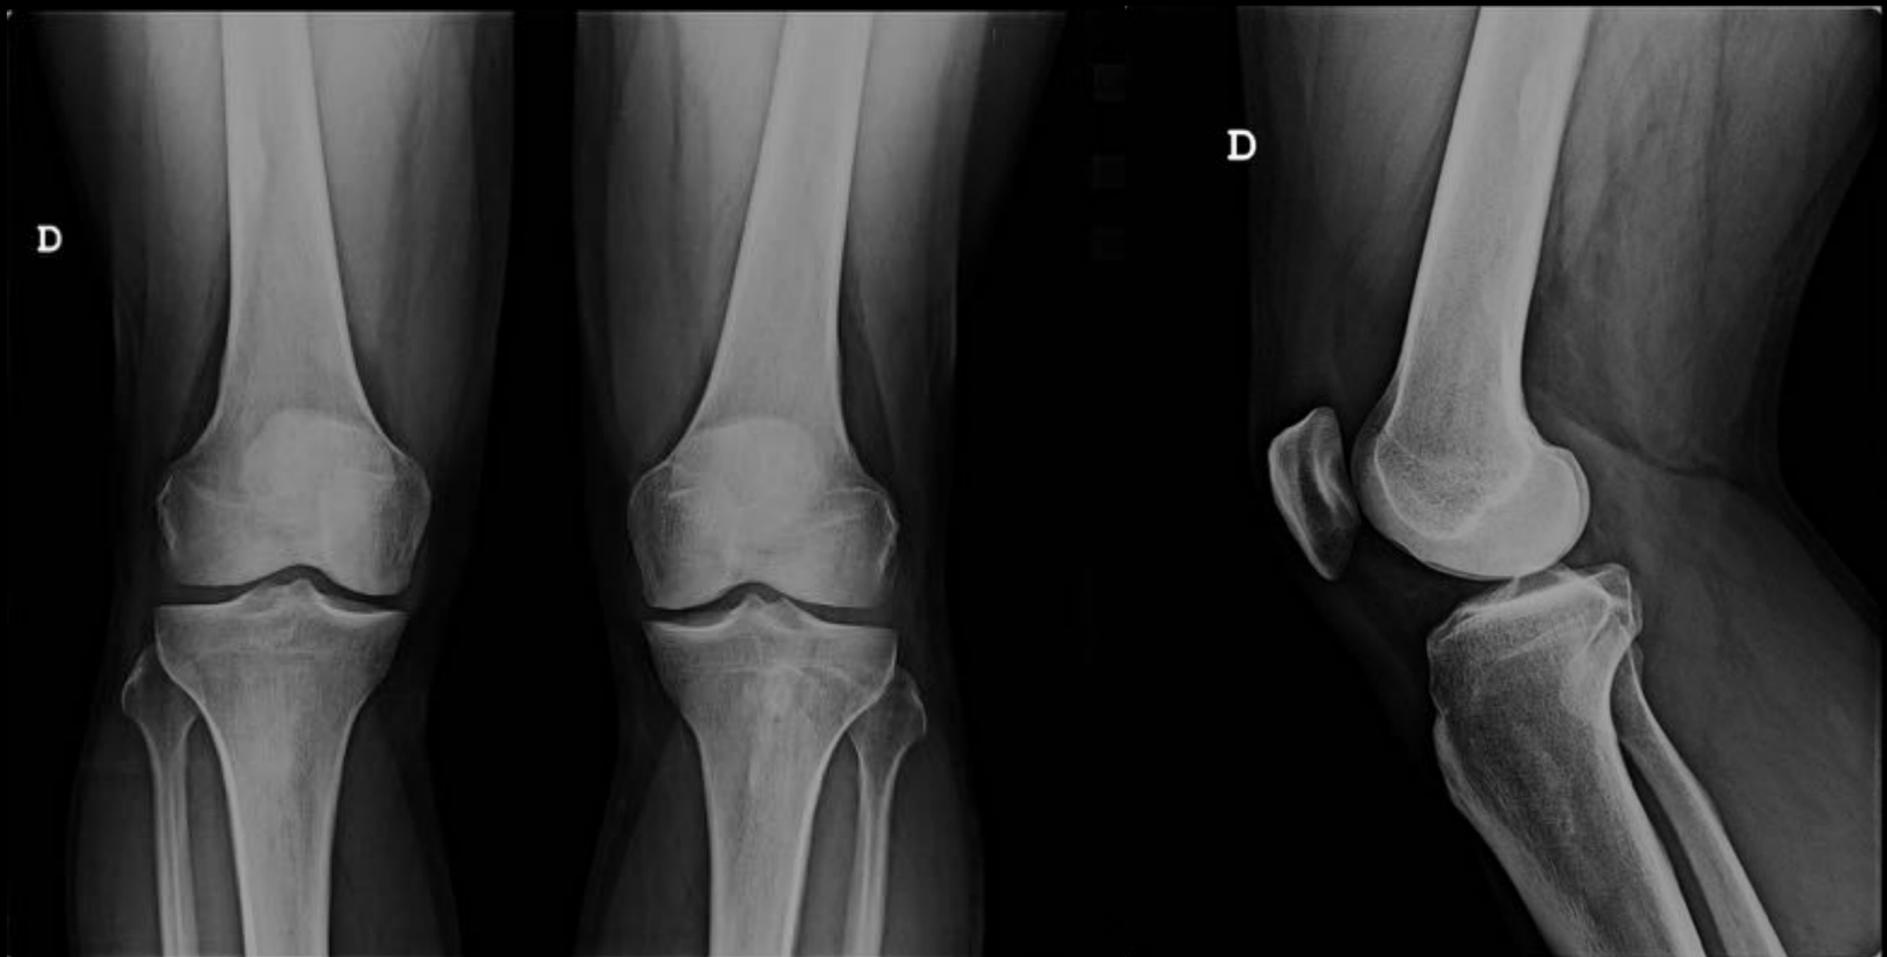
Radiografía AP y lateral de rodilla.
